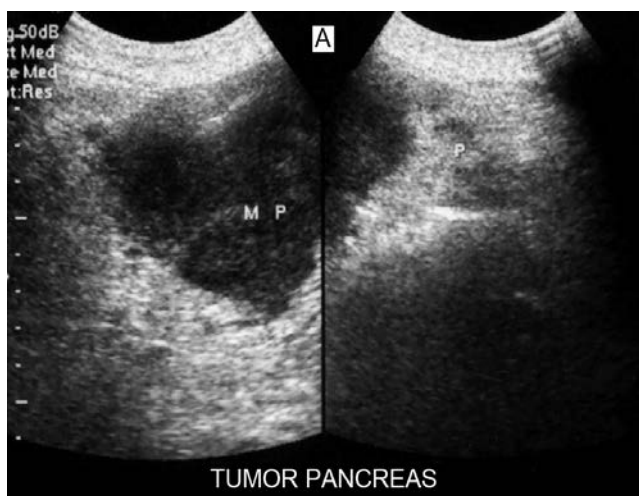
(a) Lesión tumoral lobulada, hipoecoica, en el cuerpo y la cabeza del páncreas. (b) Imagen con patrón de flujo vascular en el interior de la lesión. (c) Uso de ecorrealzadores donde se observa afección e involucramiento de los vasos mesentéricos y esplénicos. (d) Tomografía computada que muestra la imagen isodensa acorde con las imágenes de ultrasonido.
